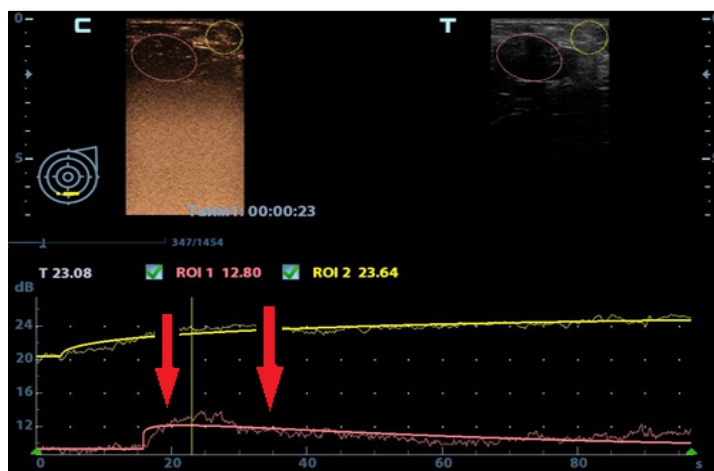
ФА МЖ. КУУЗИ: кинетика контрастирования УО. ТИС-кривая характеризуется медленным накоплением и поздним появлением ЭКП в УО, невысоким показателем PI и медленным снижением уровня сигнала при вымывании ЭКП
